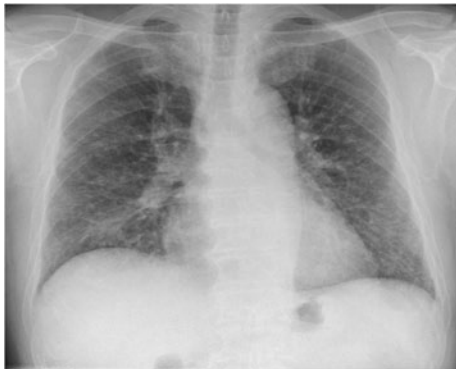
初診時胸部単純X線写真。両側上中肺野を中心に小結節影を認める。下肺野にはすりガラス影を認める。
